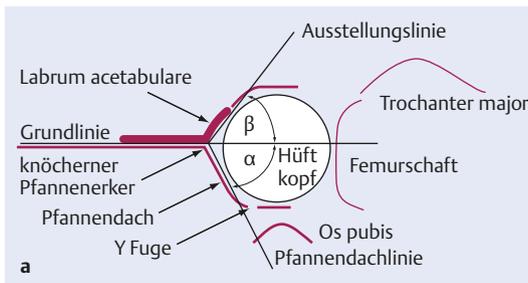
Sonografie bei angeborener Hüftgelenkdysplasie. [aus Reiser, Kuhn, Debus, Duale Reihe Radiologie, Thieme, 2011]
